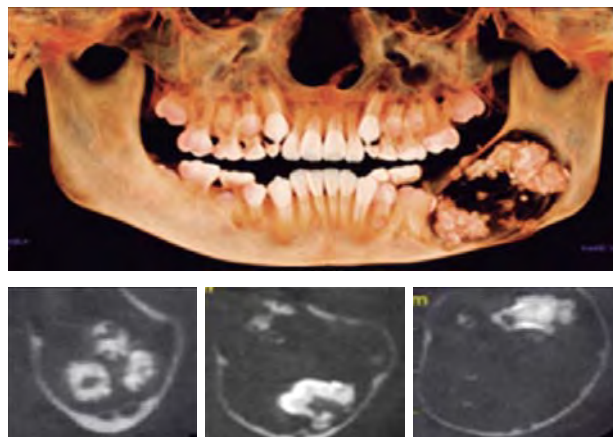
En TC de haz cónico se observa expansión y adelgazamiento de ambas corticales, respetando el borde basal mandibular.
